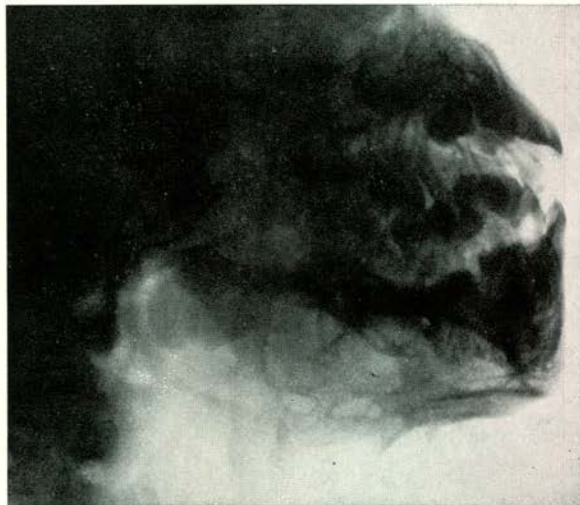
Röntgenfoto, twee weken na het eerste consult. Ophelderingen in de kaakhoek. De corticalis van de onderkaakrand is aangetast.
